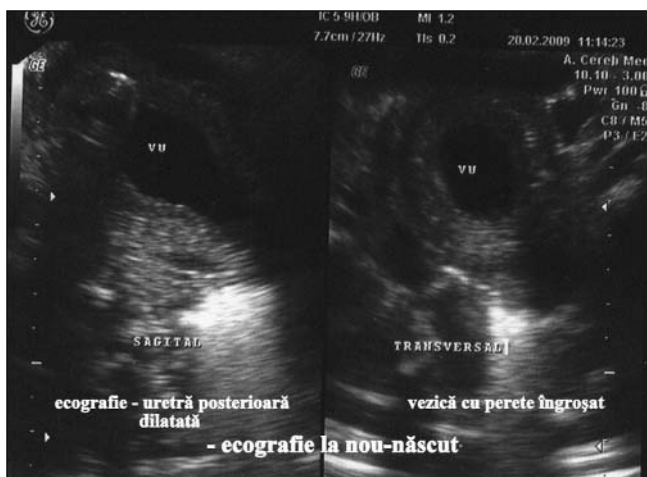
Nou-născut cu VUP – aspect ecografic
